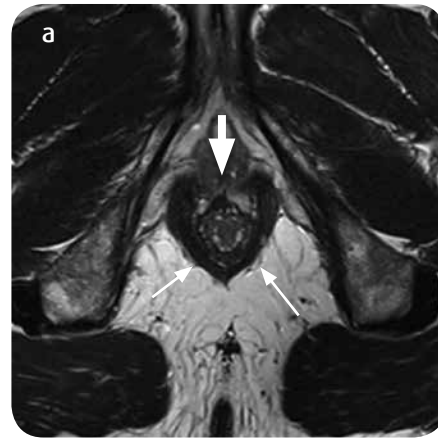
Anatomía radiológica del canal anal por RM. a) Corte axial, b) coronal y c) sagital con información T2 TSE. Esfínter interno (flechas gruesas), esfínter externo: puborrectal (flechas delgadas) y fosas isquioanales (estrellas).
